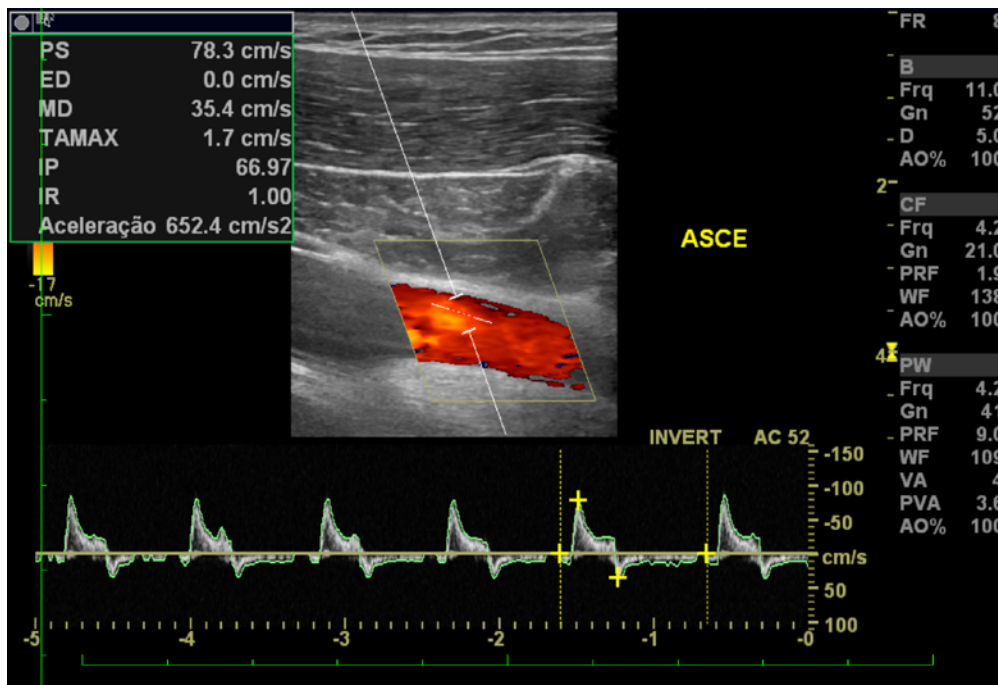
Doppler colorido e pulsado da artéria subclávia esquerda
